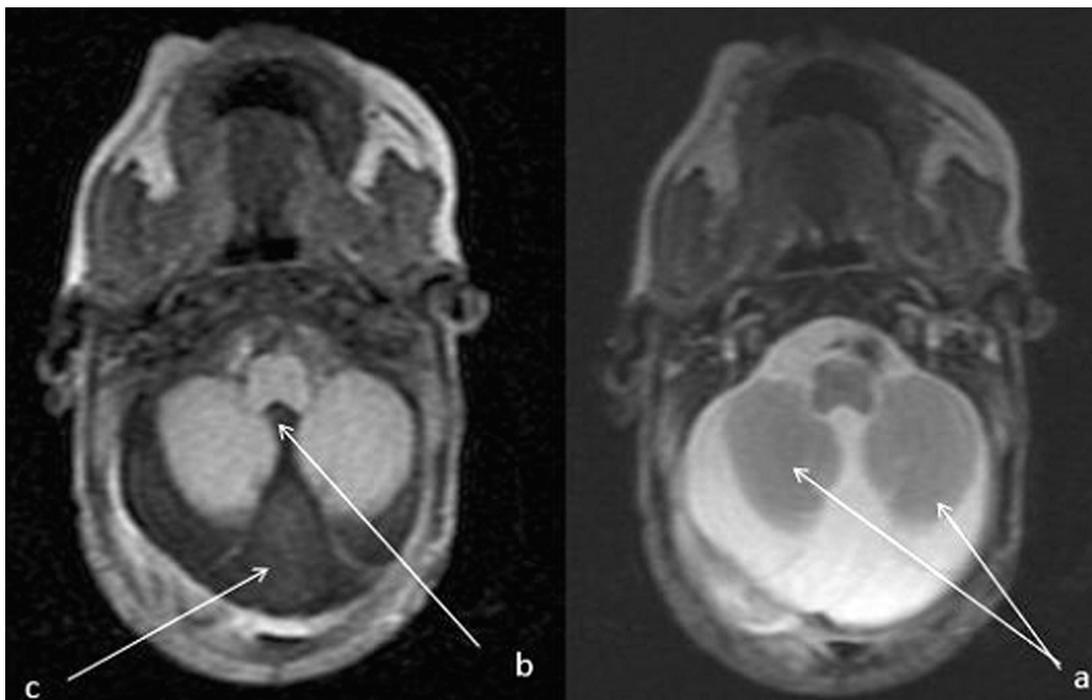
Imagens da ressonância nuclear magnética, evidenciando hipoplasia dos hemisférios cerebelares (a), hipoplasia do vermis cerebelar (b) e alargamento da cisterna magna (c).
